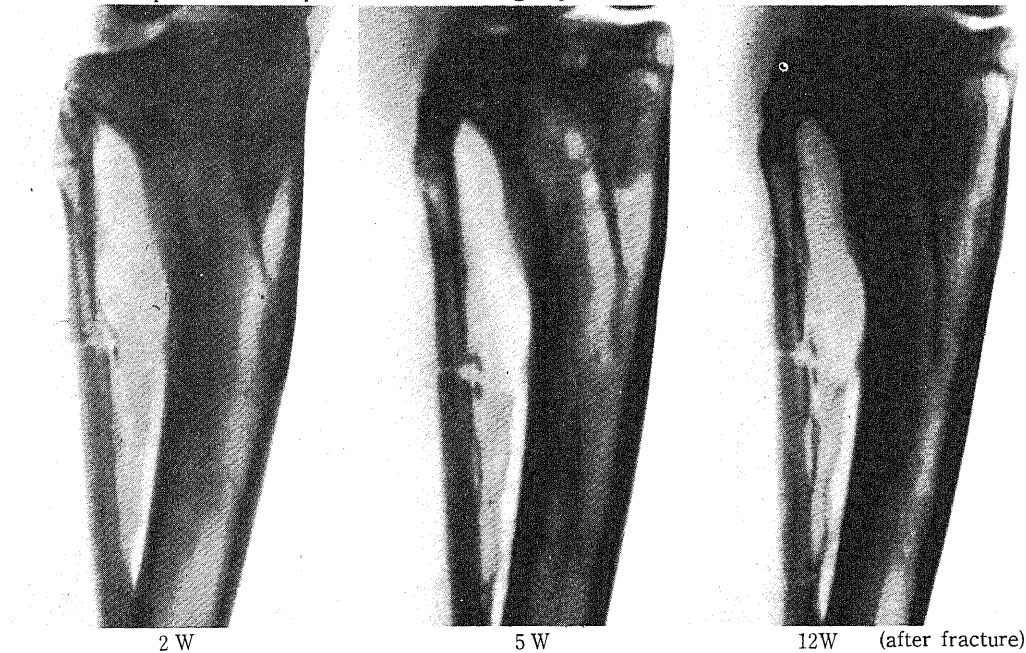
Radiographical findings of group B. In this group fracture healing can not be completed and external callus is not produced.
